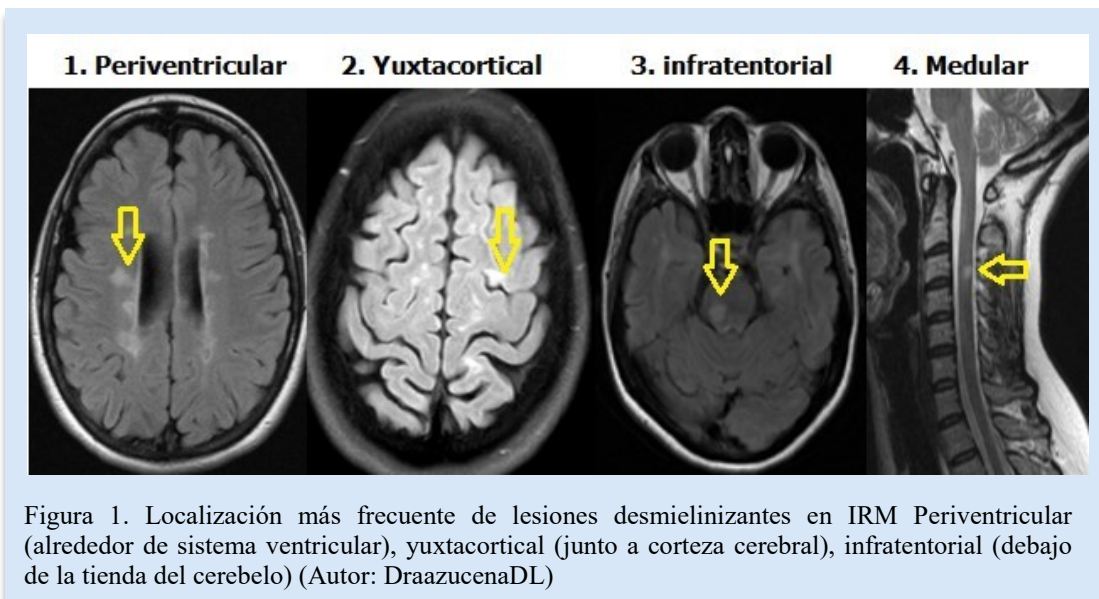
Localización más frecuente de lesiones desmielinizantes en IRM Periventricular (alrededor de sistema ventricular), yuxtacortical (junto a corteza cerebral), infratentorial (debajo de la tienda del cerebelo) (Autor: DraazucenaDL)
